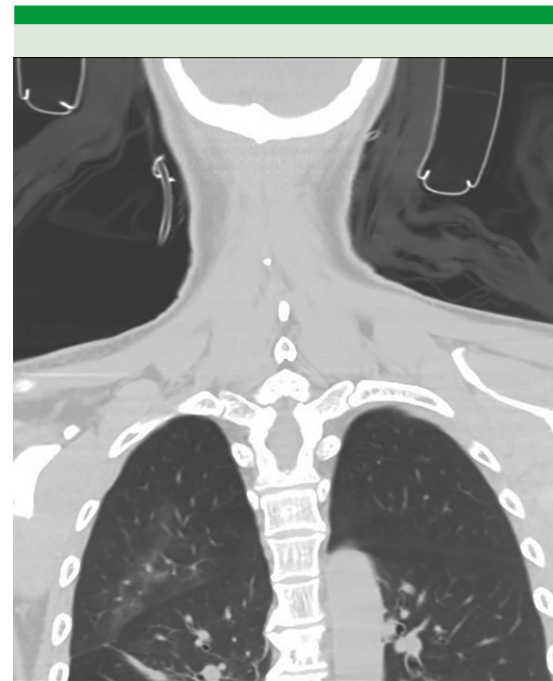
Tomografía computada de tórax, corte coronal, con imágenes en vidrio deslustrado en el pulmón derecho.
